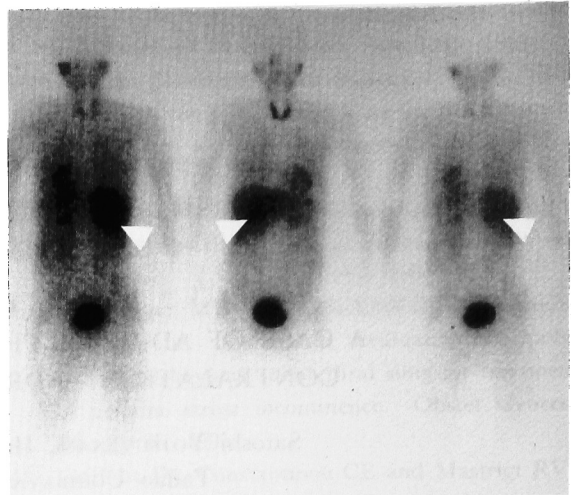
¹³¹I-MIBG scintigram showed a hot spot in right adrenal gland.
